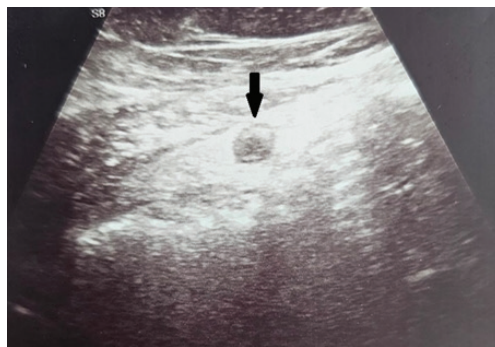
Ultrasound image showing a dilated, non-compressible appendix measuring 8.4 mm in diameter with surrounding hyperechoic fat.
